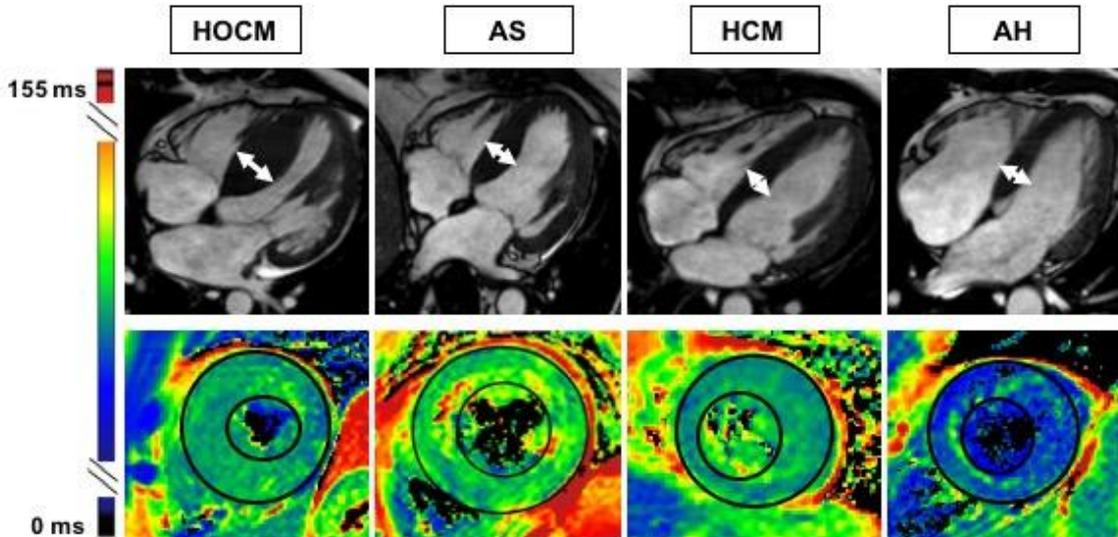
Kardio-MRT: Bei phänotypisch ähnlicher Septumdicke und linksventrikulärer Muskelmasse, sind die T2 Zeiten bei hypertroph (obstruktiver) Kardiomyopathie (HOCM/HCM) und hochgradiger Aortenklappenstenose (AS) signifikant erhöht im Vergleich zum Sportlerherz („athlete’s heart“, AH).
